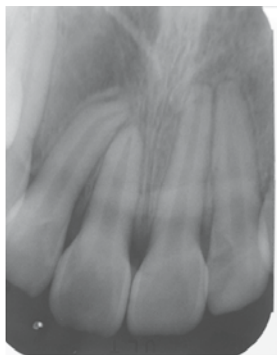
Post-treatment periapical film.
